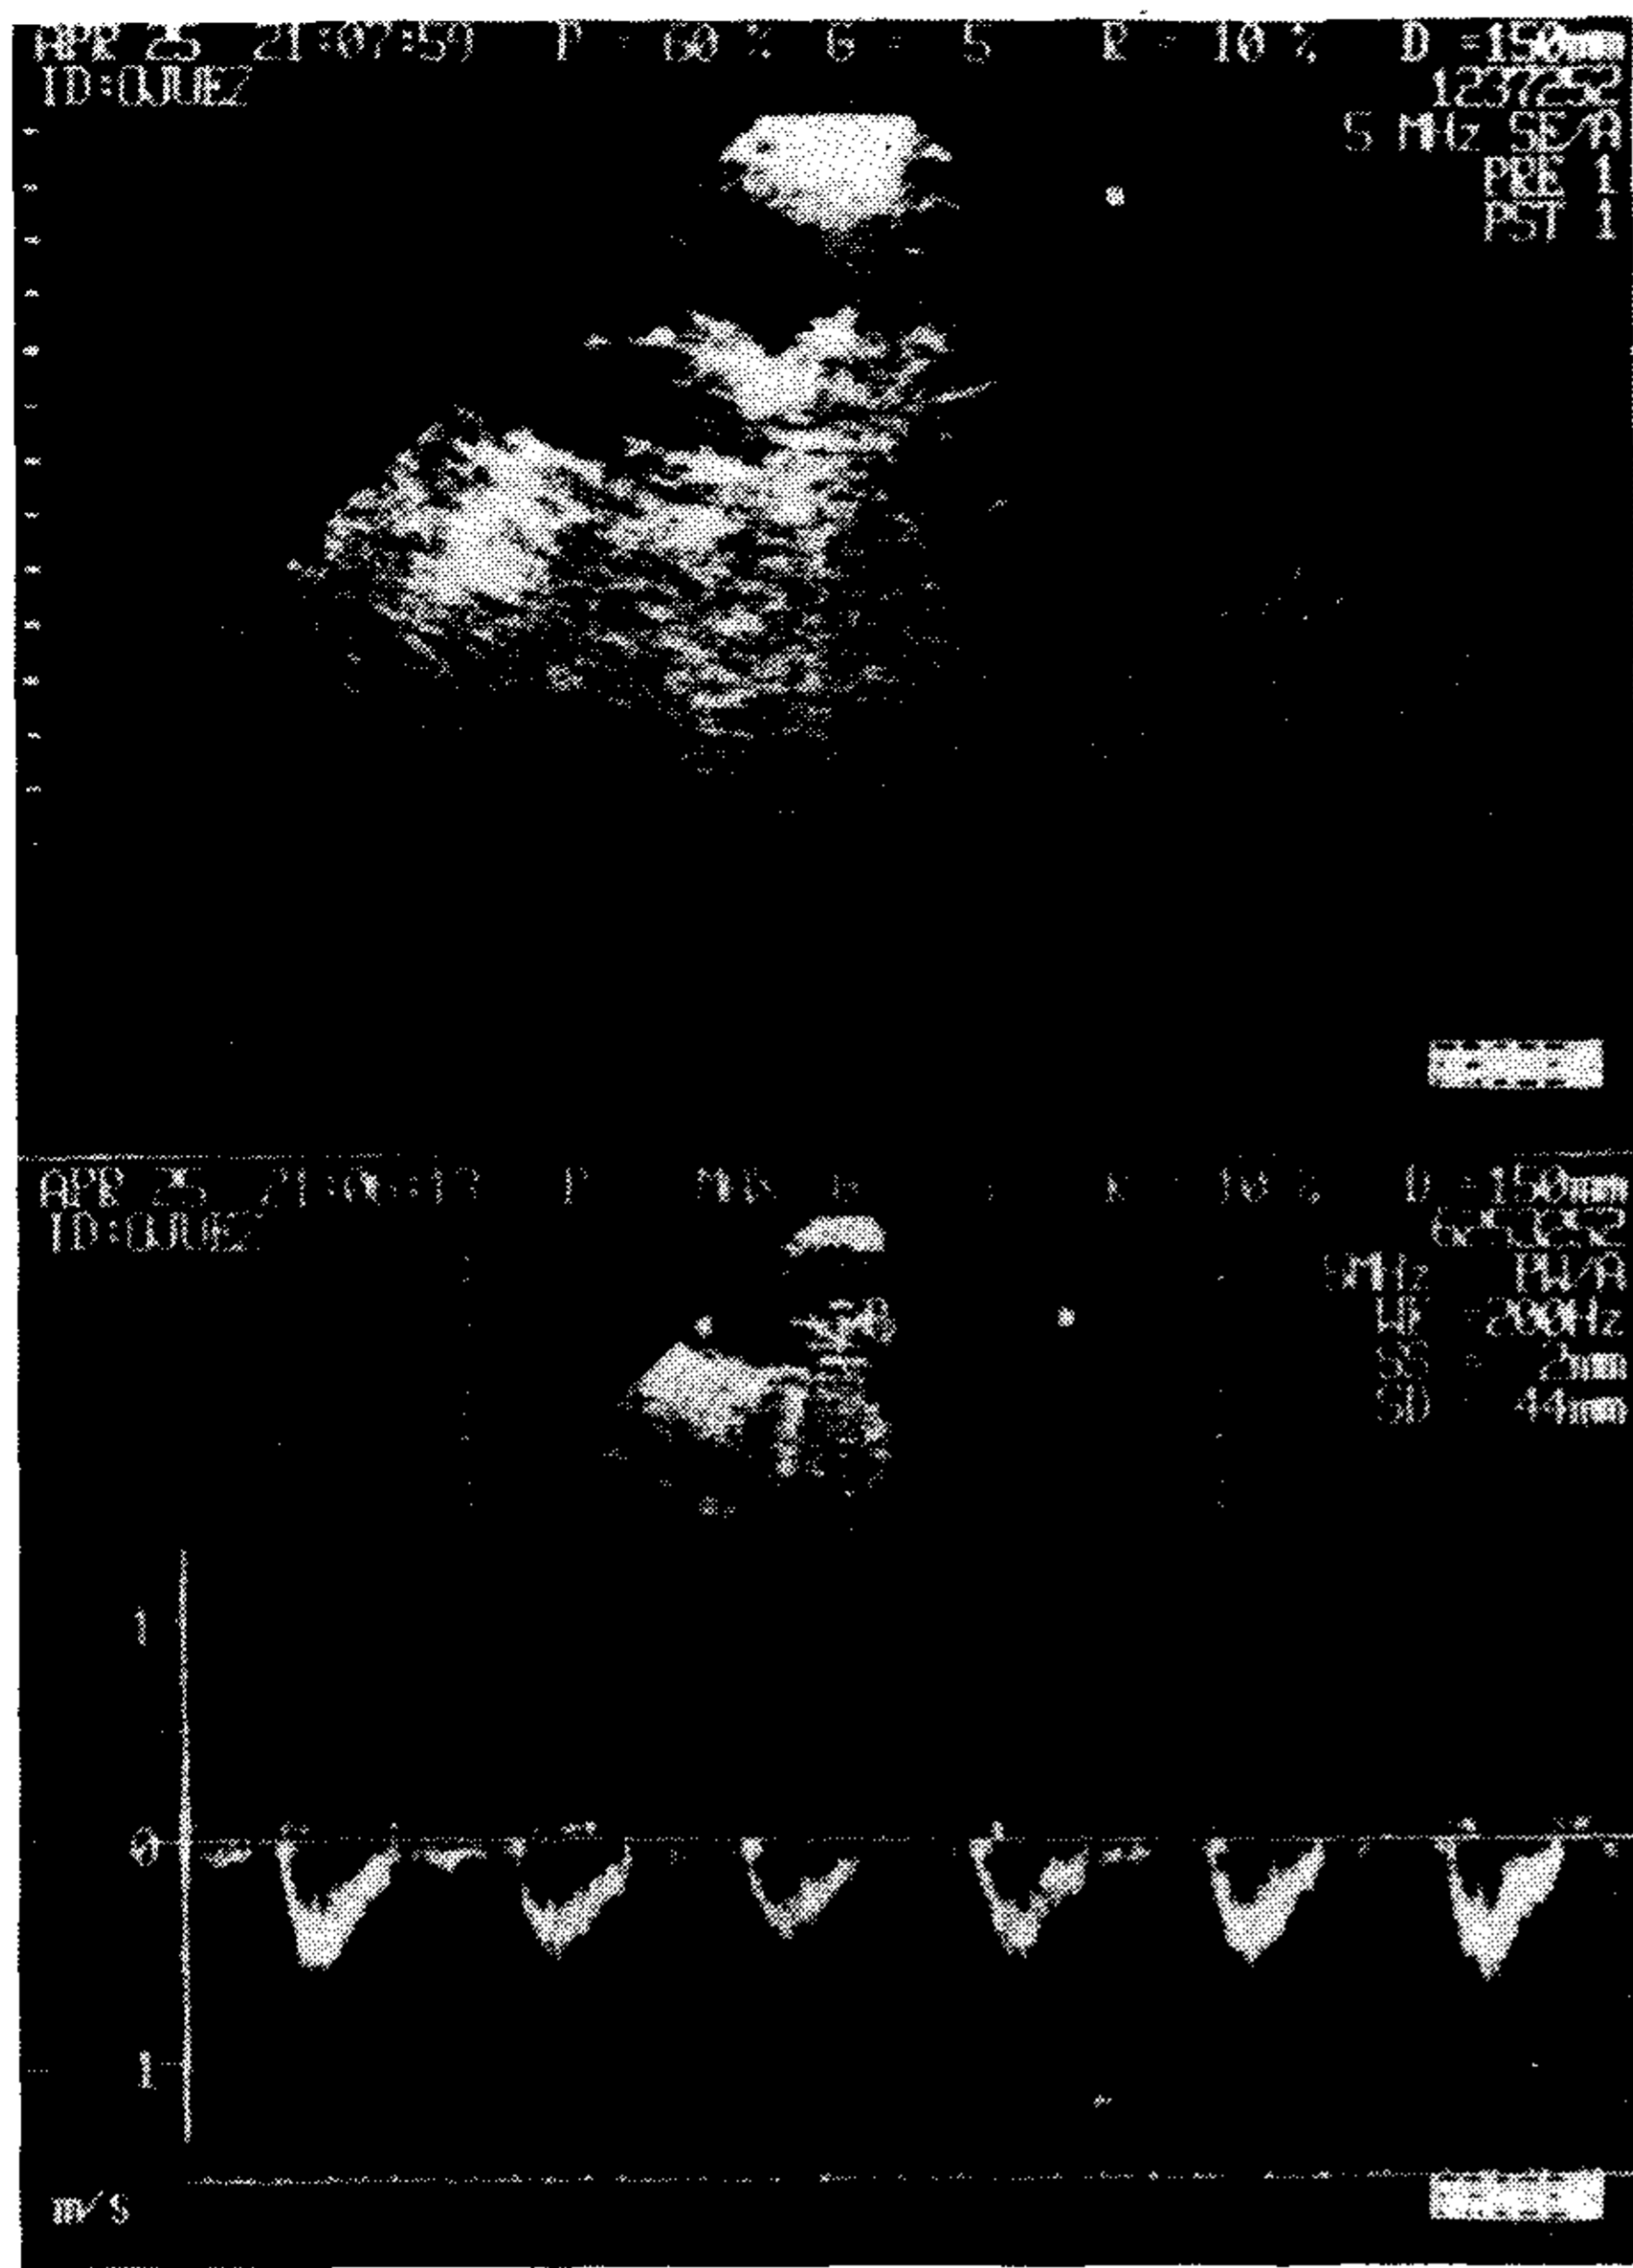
Ecocardiograma y Doppler del paciente número 4, observándose el ocluidor y la ausencia de cortocircuito.
